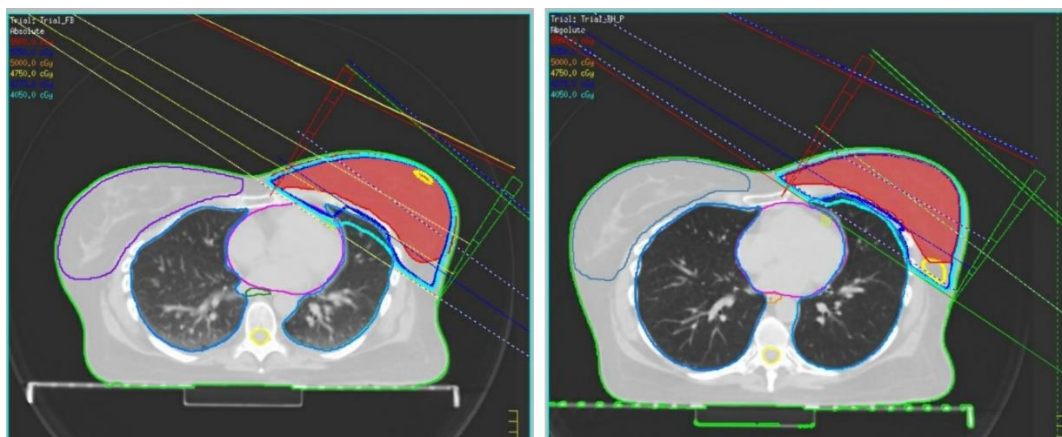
Immagini assiali TC della mammella acquisite in free breathing e breath hold, campi tangenti opposti alla parete toracica
